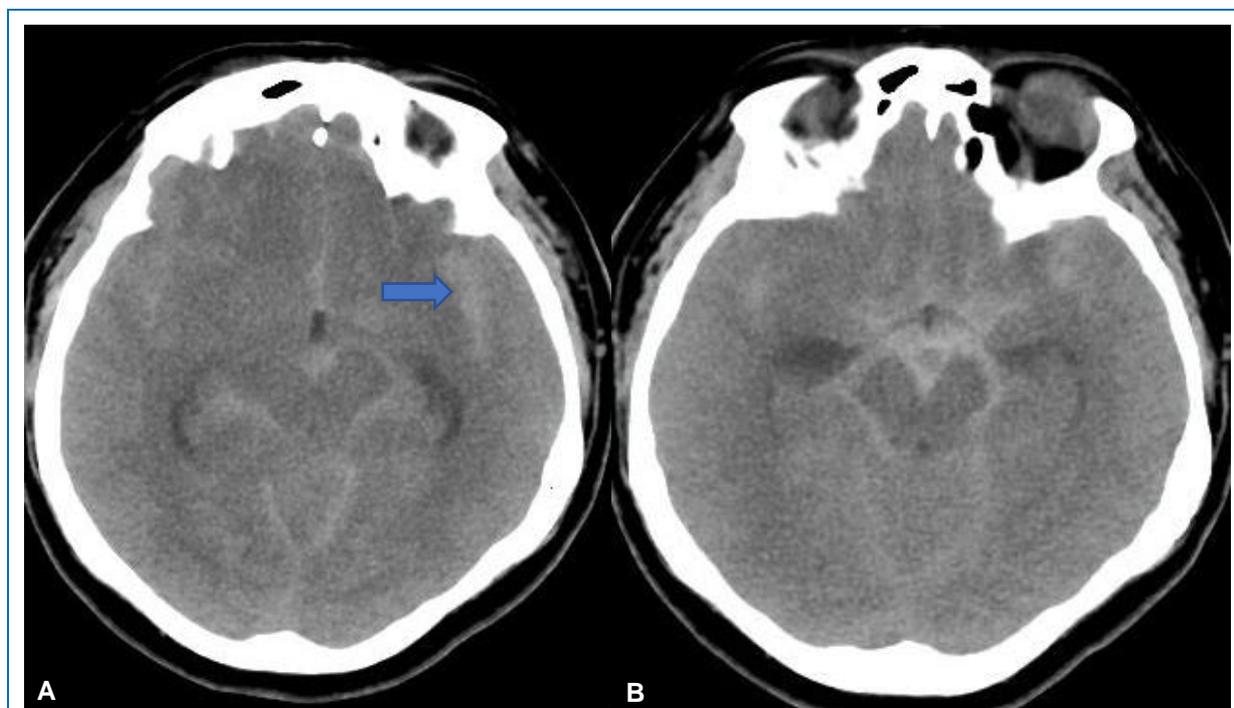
(A) TAC cerebral sin contraste en corte axial, donde se evidencia hemorragia subaracnoidea difusa a predominio del valle de Silvio izquierdo (flecha). (B) TAC Cerebral sin contraste en corte axial, donde se evidencia hemorragia subaracnoidea difusa en cisternas basales.
